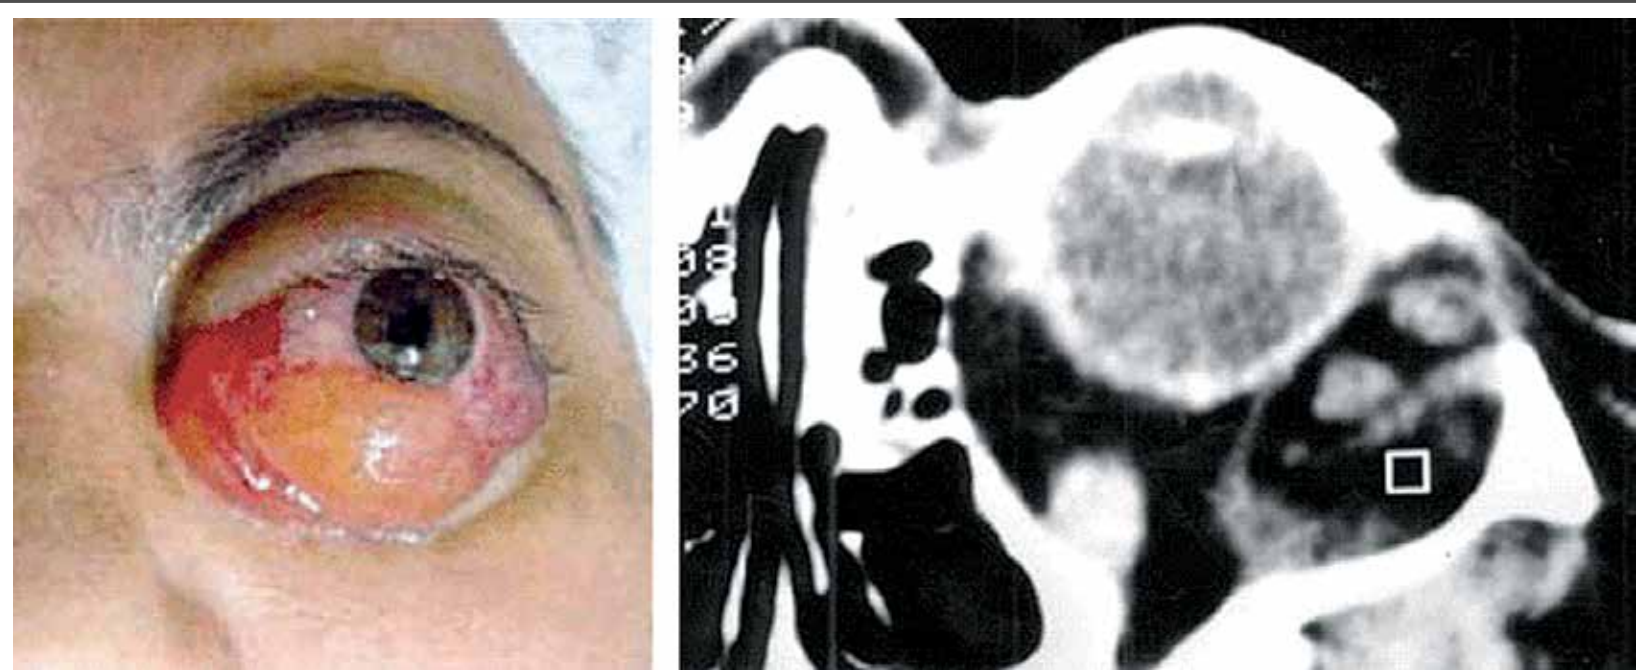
Cloroma em órbita esquerda e correspondência do tumor visto na tomografia.
